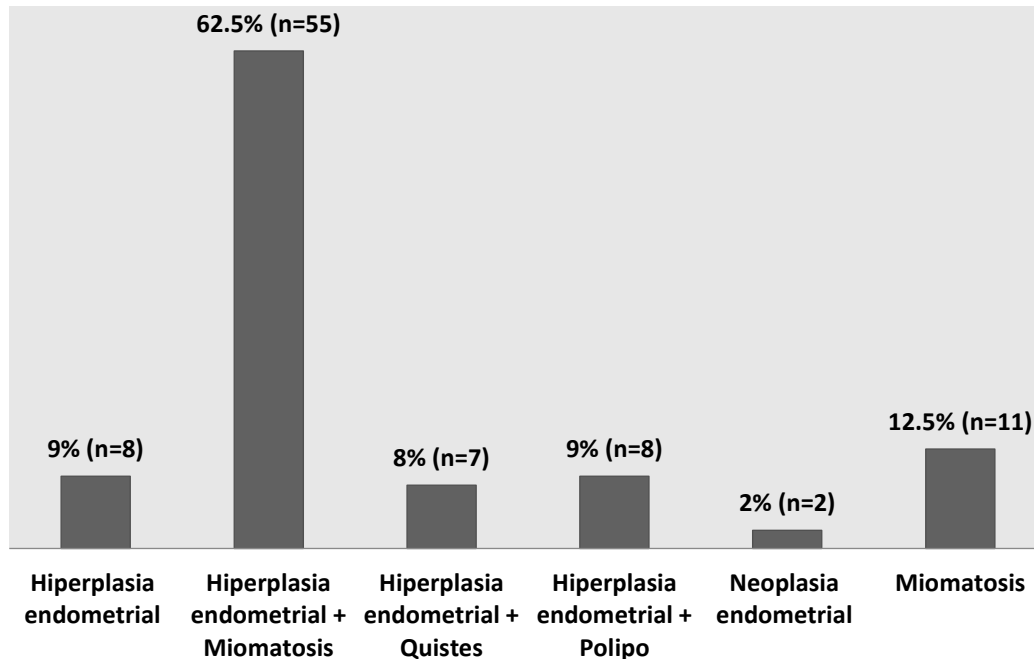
Principales diagnósticos por USG encontrados en la muestra de estudio. Los porcentajes están referidos al total de la muestras.
